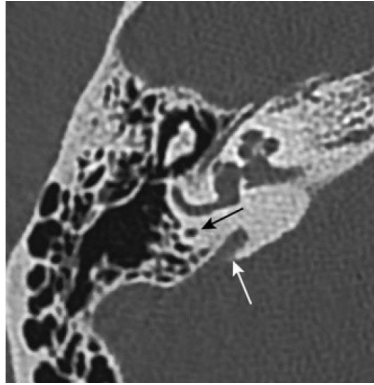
Dilatación del acueducto vestibular. Corte de TC axial: dilatación del acueducto del vestíbulo (flecha blanca), más grande que el conducto semicircular posterior (flecha negra). Tomado de: Rubin F, Lacan A, Halimi P, Bonfils P. Otosclerosis. EMC (2017)
